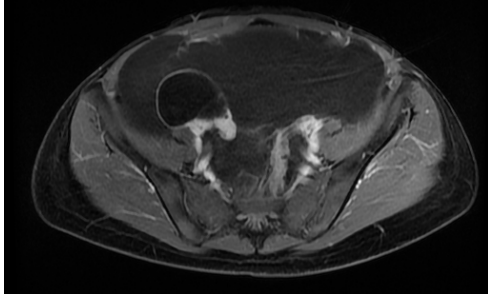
Resonancia magnética abdominal en corte T1 con supresión grasa post contraste (corte axial). La trompa derecha está adherida a la lesión quística pura, sin contenido proteínico ni sanguinolento, que aparentemente corresponde a la lesión quística inicial de la paciente.
